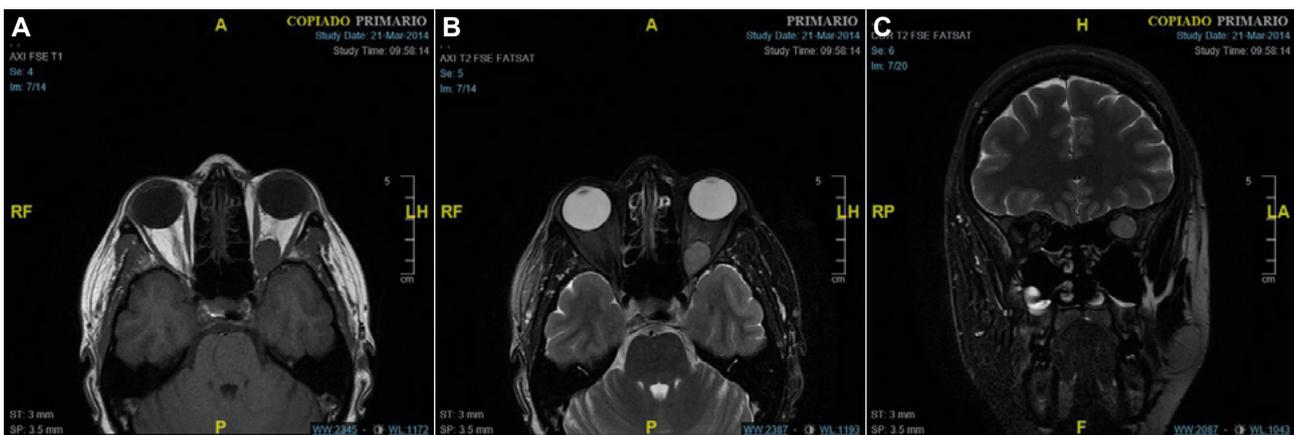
Schwannoma. Resonancia magnética. A. Corte axial con secuencias potenciadas en T1 sin supresión grasa. B. corte axial con secuencias potenciadas en T2 y supresión grasa. C. corte coronal con secuencia potenciada en T2 y supresión grasa. La lesión nodular se muestra de señal intermedia en T1, discretamente hiperintensa en T2, mostrando en el estudio dinámico una captación lenta y progresiva de contraste de forma centripeta en la lesión con intensa captación tardía de forma más o menos homogénea en las imágenes postcontraste.
